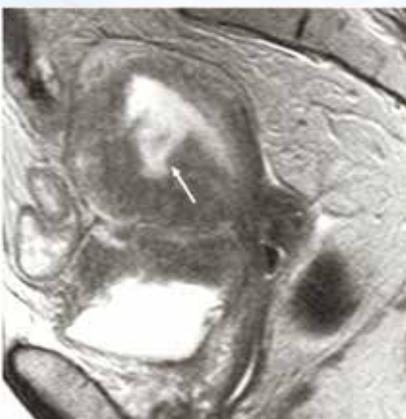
МРТ таза в сагиттальной проекции, T2 ВИ
